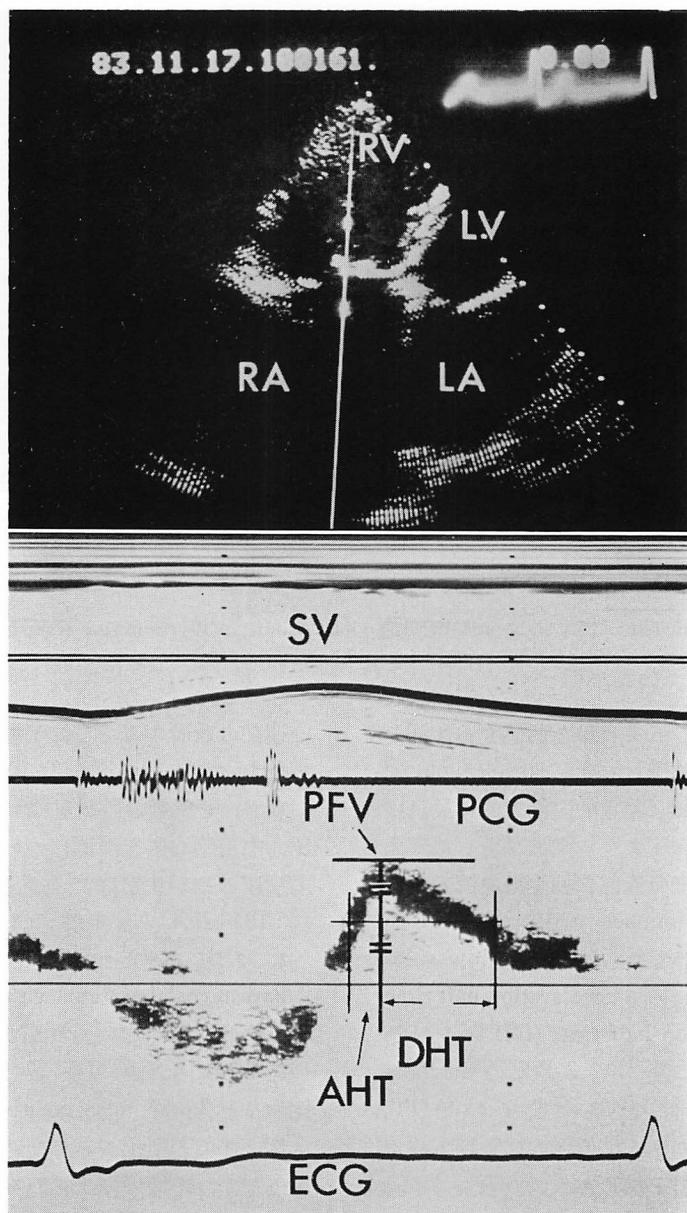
Doppler echocardiogram.
